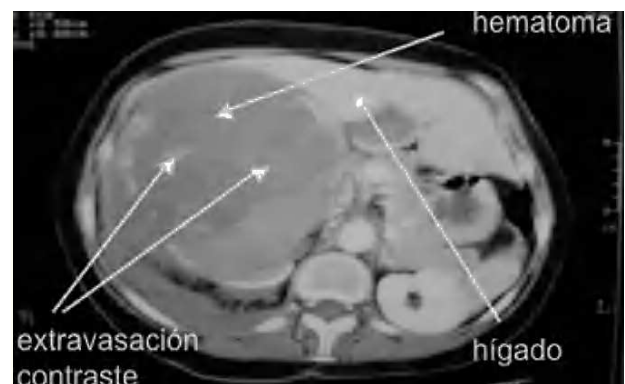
Tomografía abdominal: gran hematoma retroperitoneal que ocupa todo el hemiabdomen derecho; la extravasación de contraste indica existencia de sangrado activo.
